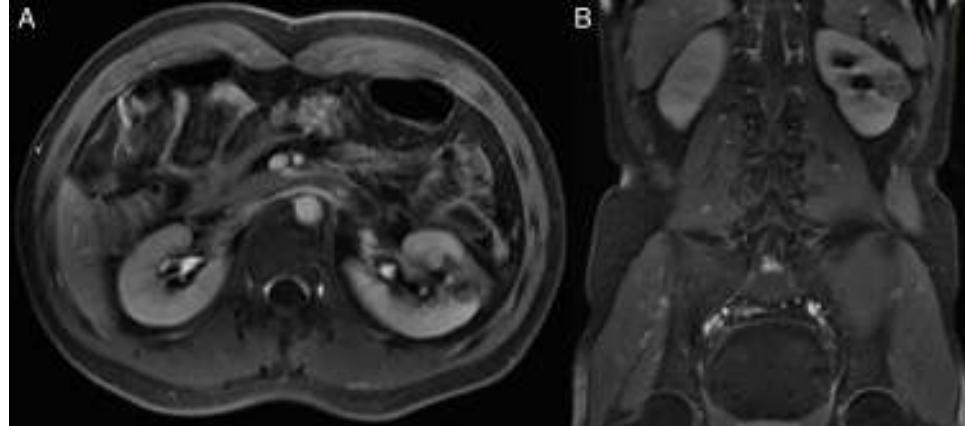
Imagen por resonancia magnética T2. A) Corte axial. B) Corte coronal evidenciando lesión renal izquierda
